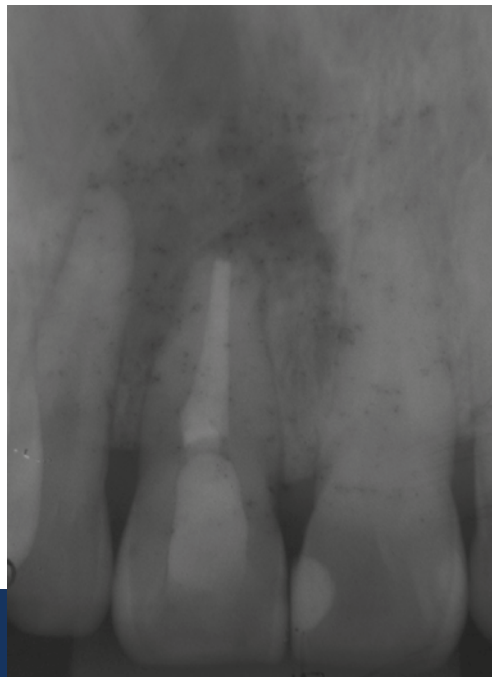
Regeneração óssea após seis meses da exérese cística (radiografia periapical).
